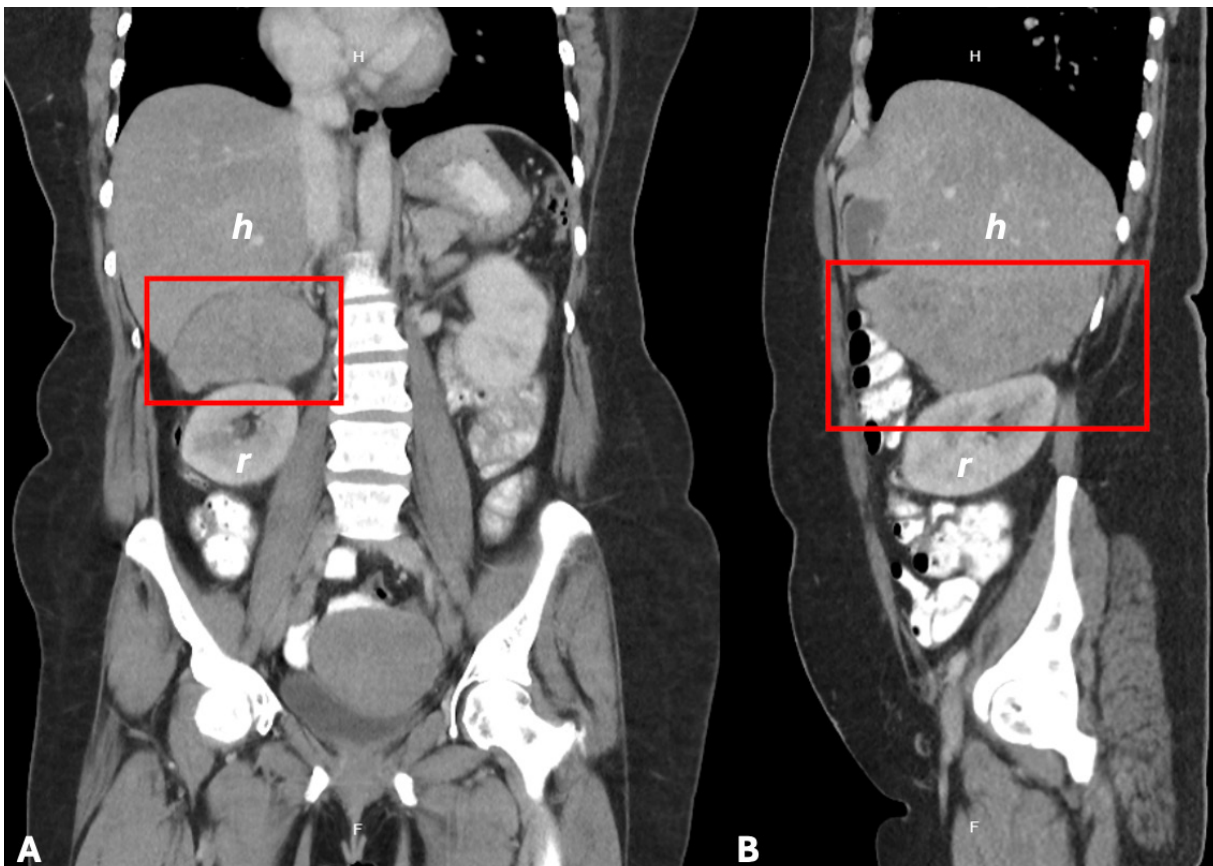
A. Corte coronal (A) y sagital (B) de tomografía computarizada de abdomen y pelvis donde se observa el leiomioma retroperitoneal (cuadro rojo) inferior al hígado (h) y superior al riñón derecho (r). Fuente: elaborado por los autores.
